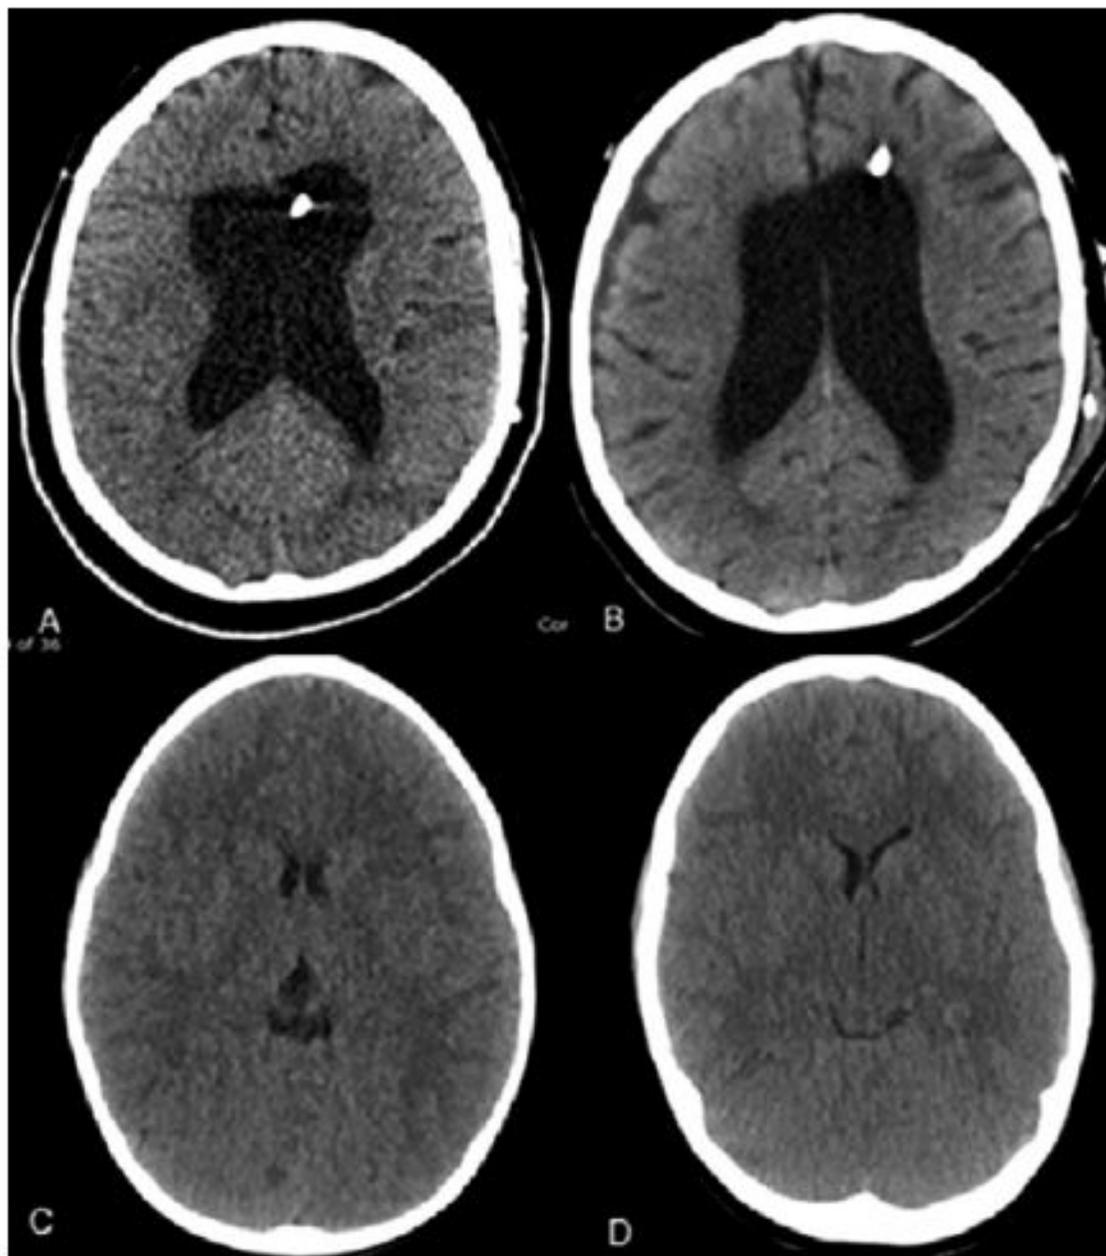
A, C, Standard low-dose, and B, D, full-dose axial head CT images in A, B, a patient with hydrocephalus, and C, D, a patient with normal ventricles. The estimated effective dose for the low-dose protocol is 0.47 mSv (2.9 months background radiation) versus 1.3 mSv (5.2 months background radiation) for the full-dose protocol. Estimated effective dose is reduced by 36% while maintaining diagnostic quality for most clinical indications, particularly ventricular shunt evaluation.
